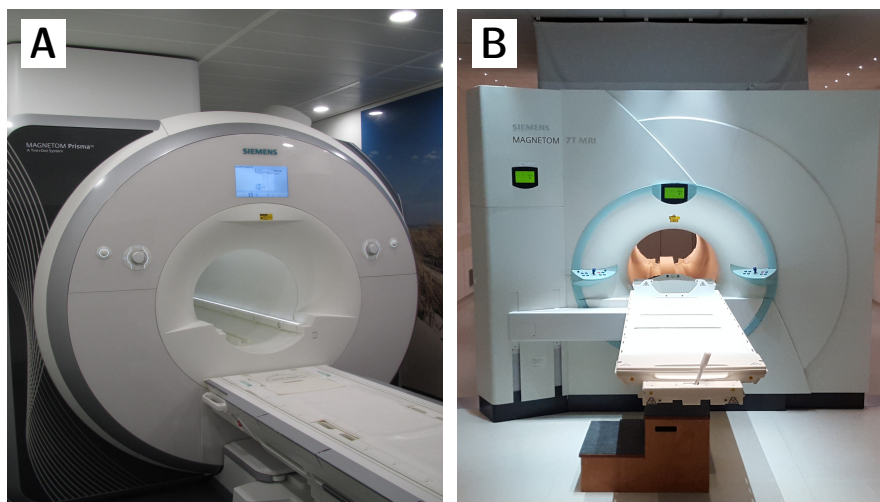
Ganzkörper-MR-Tomographen mit der Magnetfeldstärke $B_0 = 3\text{ T}$ (A) und $B_0 = 7\text{ T}$ (B).
